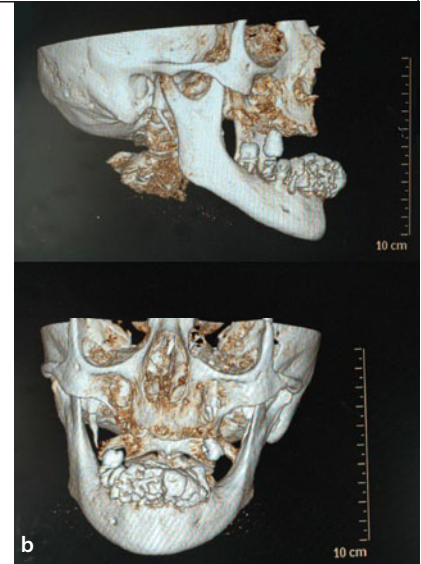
a, b Dreidimensional rekonstruierte CT des Kopfes: Strahlendichte Umbauung der Unterkieferschneide- und -eckzähne sowie ausgeprägte Unterkieferatrophie.
